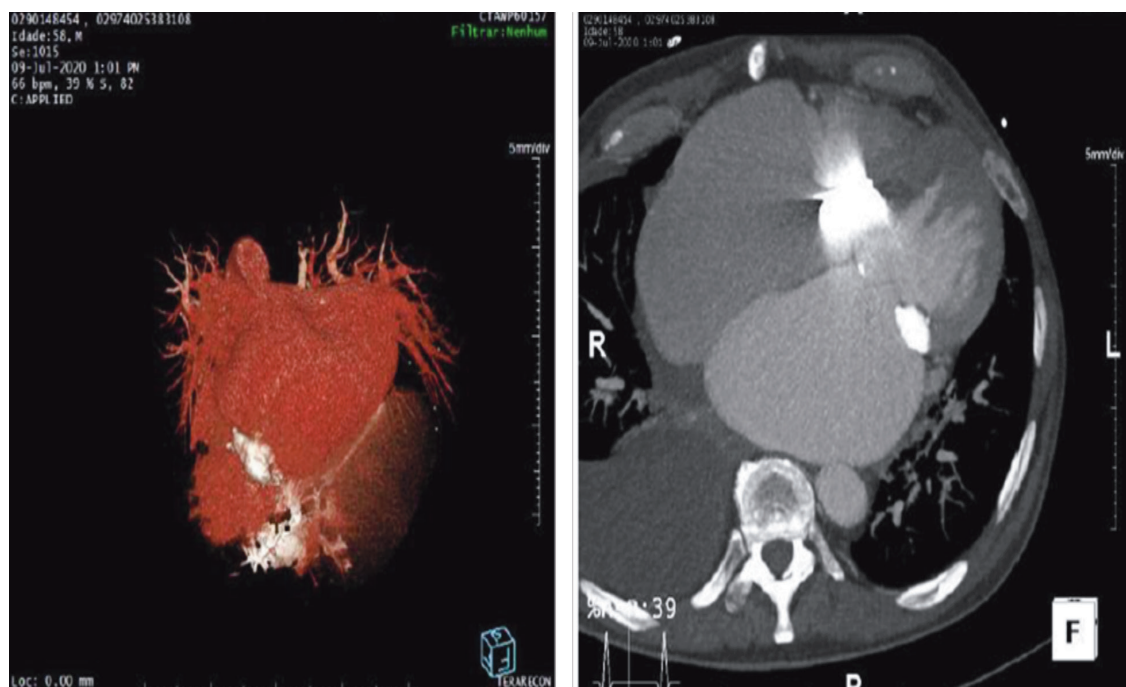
Angiografia por Tomografia Computadorizada Cardíaca
